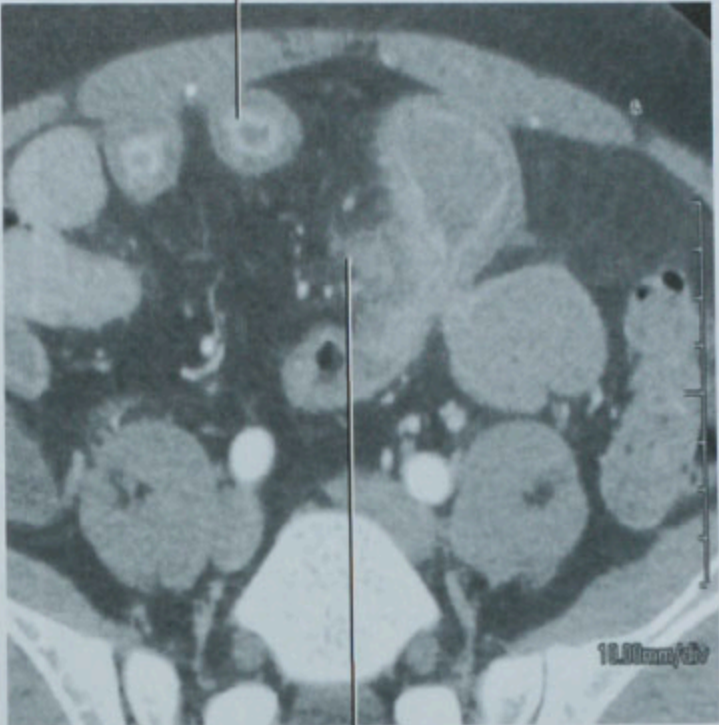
增强轴位 CT 图像,用水作为口服低密度对比剂结合静脉注射的对比剂
